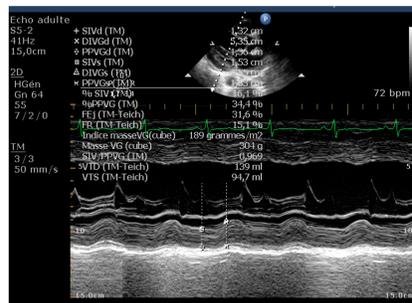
HVG échographique chez un patient de notre série
